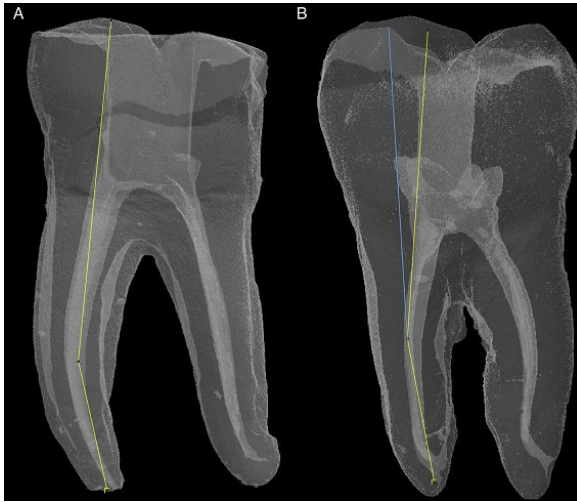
Representación volumétrica 3D de Tomografía computarizada. A) Ángulo de entrada del instrumento con un Acceso cameral Tradicional, B) Ángulo de acceso en un Molar con ACC. Tomado de: Alovisi, 2017.
